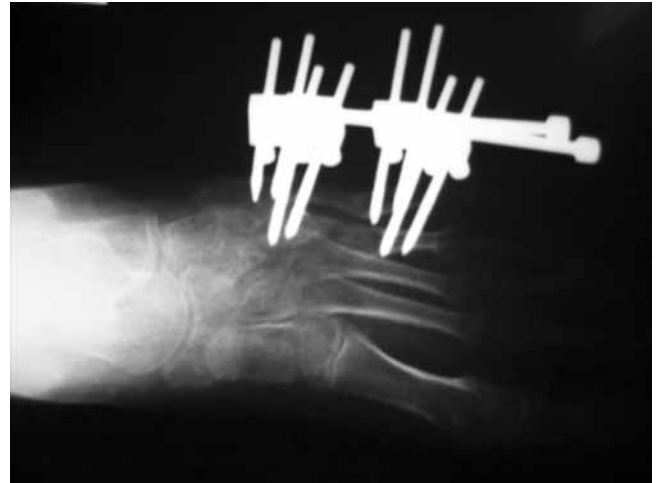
Radiografía oblicua del pie, consolidación satisfactoria de las osteotomías a 4º y 5º metatarsiano.
